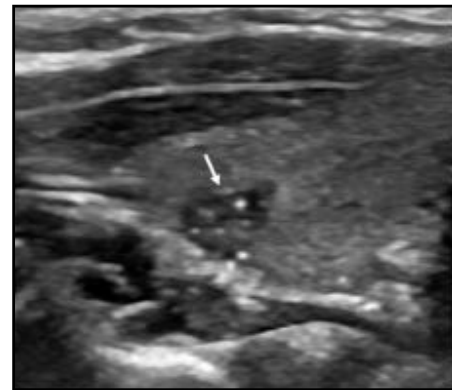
A 59-year-old woman with an intrathyroidal thymus. a) Transverse sonogram of thyroid reveals a mild hypoechoic and solid lesion, consisting of punctate hyperechogenicity foci (arrow).
